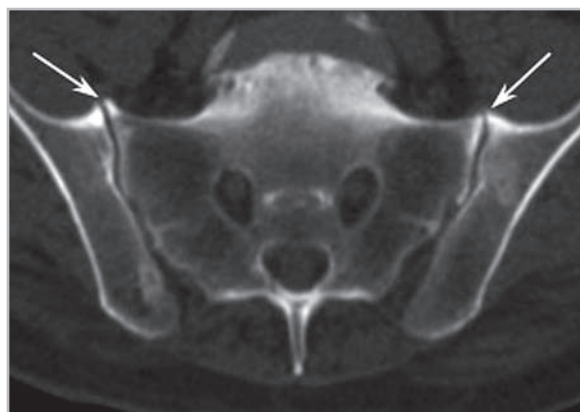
Компьютерная томограмма КПС. Картина остеоартроза — в субхондральных отделах тел обеих подвздошных костей и боковых масс крестца на уровне верхних отделов сустава определяются неширокие зоны склероза, здесь же выявляются остеофиты (стрелки)
